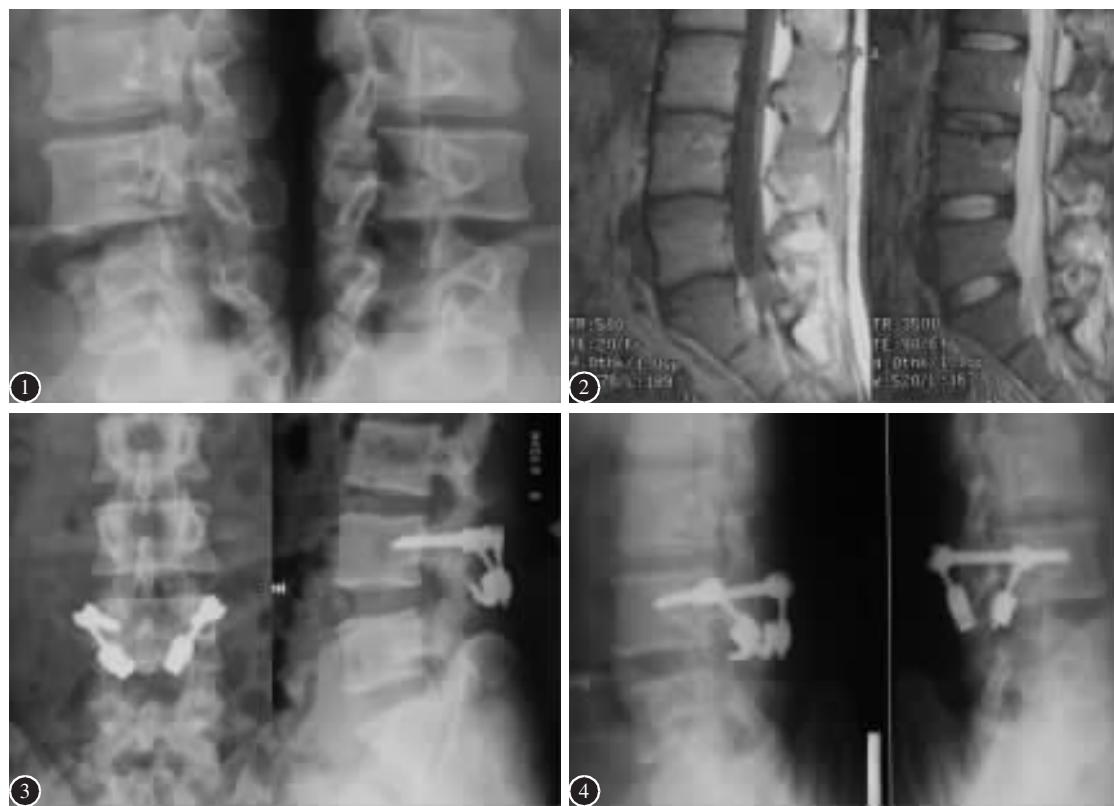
腰椎斜位片显示双侧 L4 峡部裂 图 2 腰椎 MRI 未见神经压迫 图 3 椎弓根钉-椎板钩系统固定术后腰椎正侧位片示内固定位置良好 图 4 术后 11 个月腰椎斜位片显示 L4 峡部已达骨性愈合
